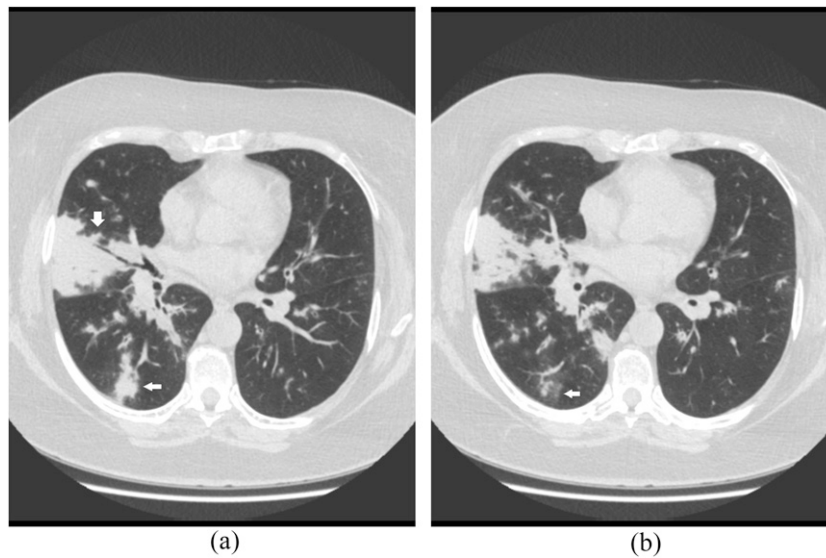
A 47-year-old renal transplantation recipient with dyspnoea and cough. Axial CT images shows consolidation (a, arrows) and ground-glass opacities (b, arrow) in the right inferior and middle lobes.
